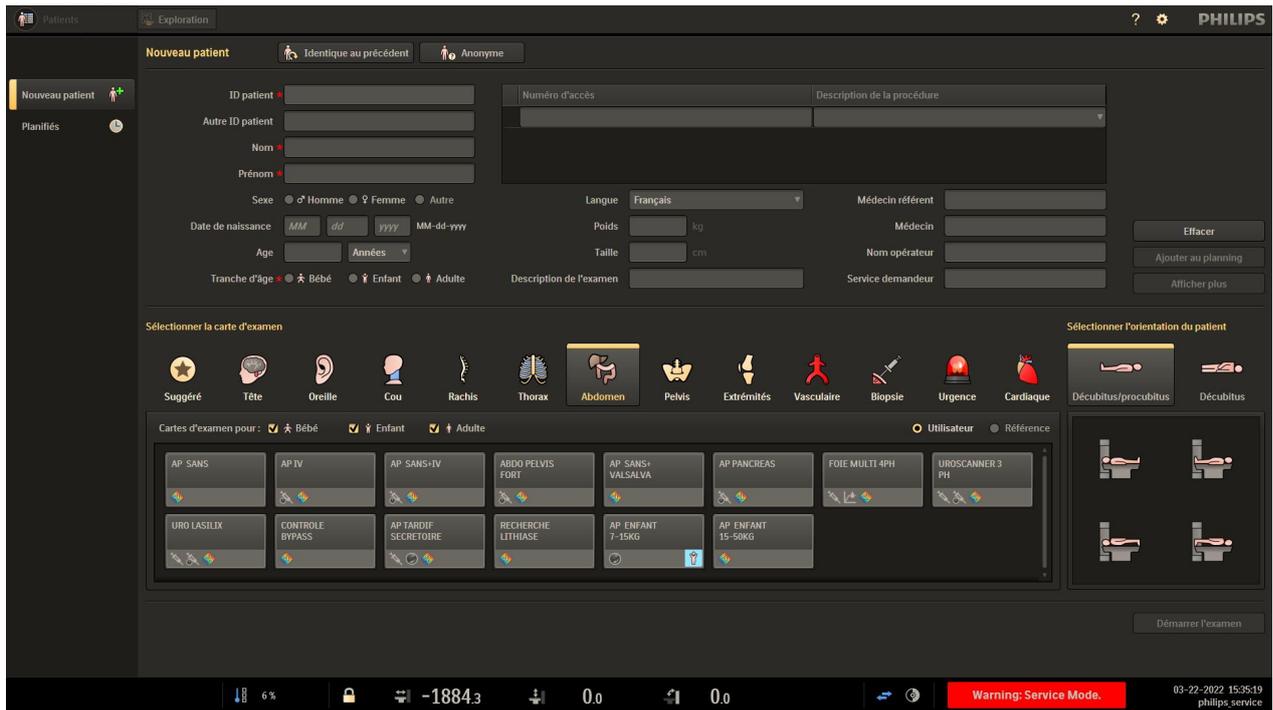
Interface de l'Incisive CT lors du choix du protocole
